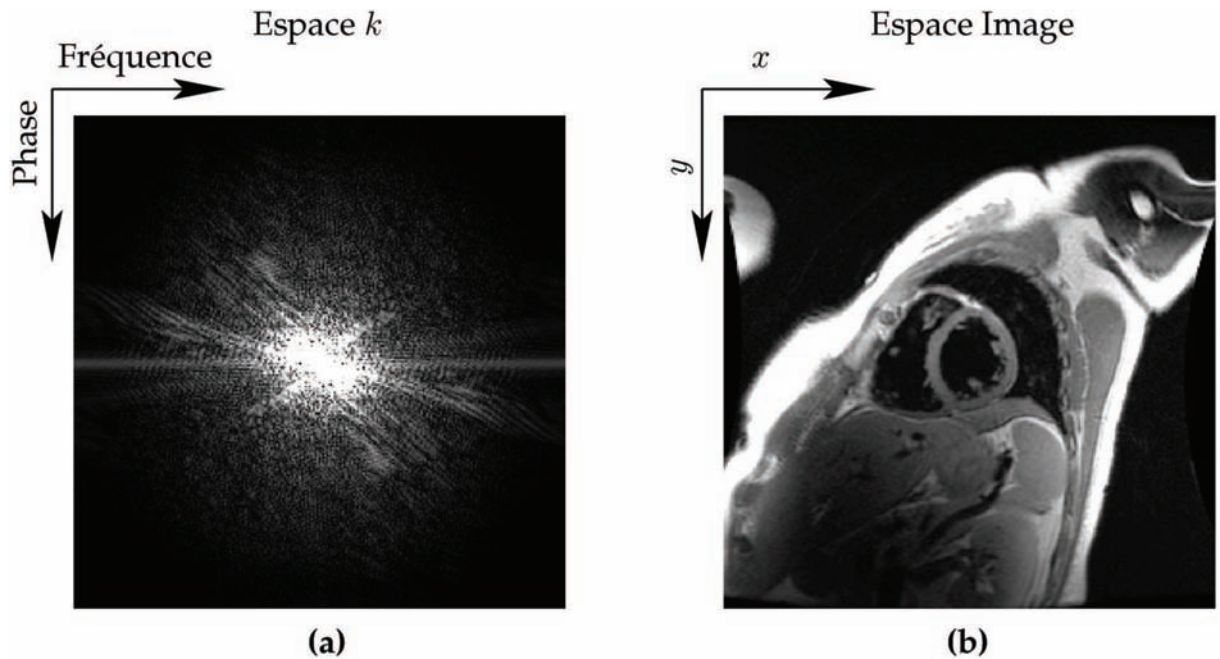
Exemple d'imagerie cardiaque par IRM réalisée avec un échantillonnage cartésien. (a) Module de l'espace de Fourier et (b) module de l'image reconstruite par transformée de Fourier inverse.
